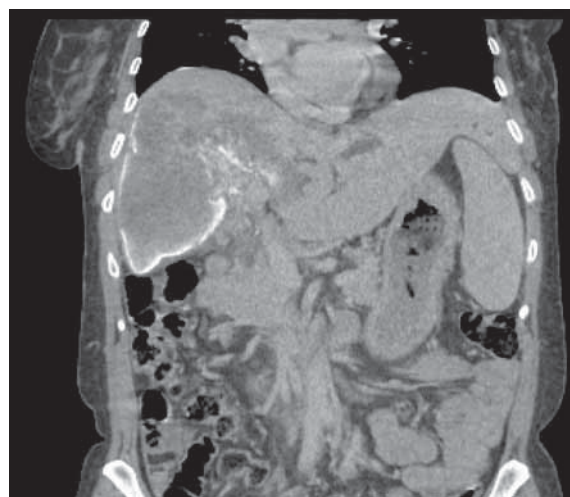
Томограмма органов брюшной полости и забрюшинного пространства больной С. от 26.02.2013: правая доля резко уплотнена по периферии
